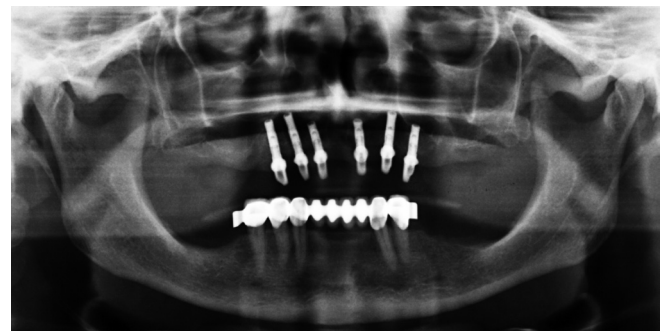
Orthopantomogramm mit wi.tal Implantaten im Oberkiefer
